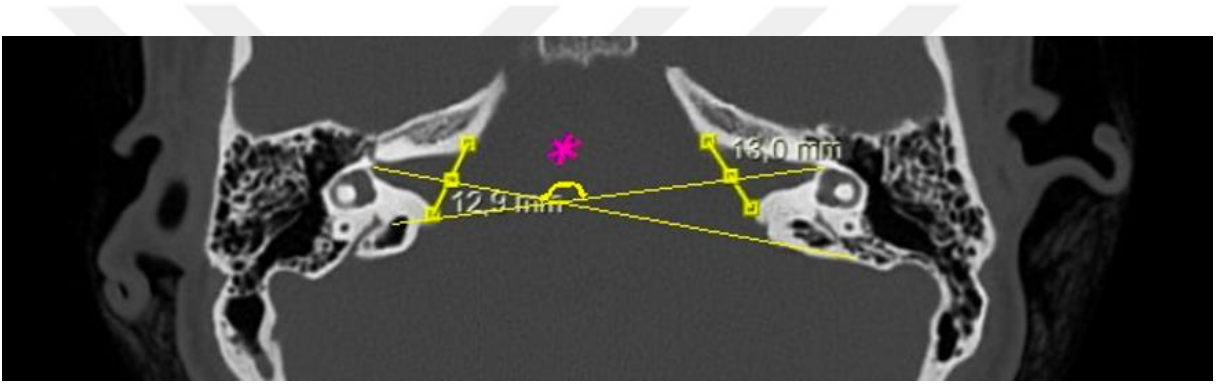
Temporal BT aksiyel kesit, bitemporal mesafe ölçümü.
